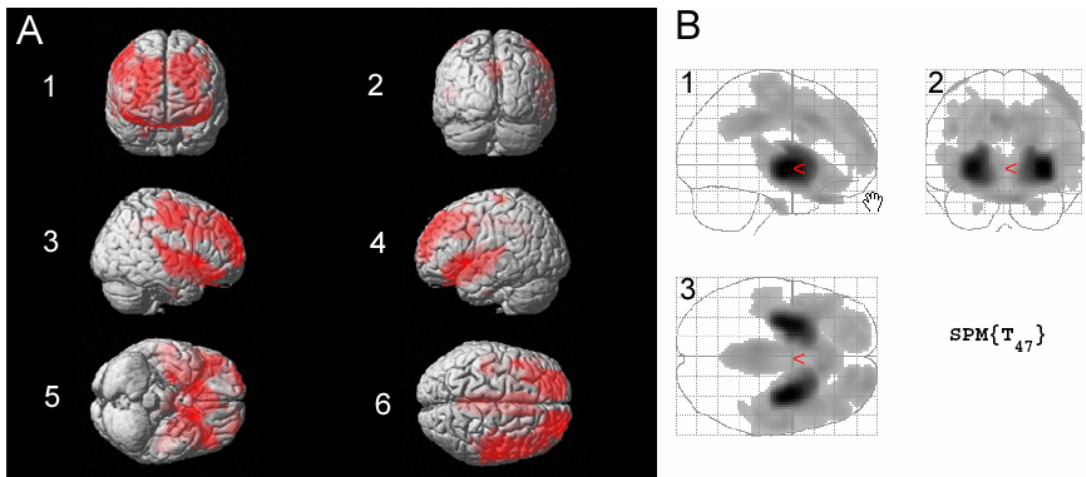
Vergleich HD-Patienten mit dem Normkollektiv ($p < 0,001$, unkorrigiert) (A) Voxel mit signifikanten Z-Score-Werten auf ein oberflächengerendertes MRI projiziert: 1) frontal; 2) occipital; 3) rechts lateral; 4) links lateral; 5) ventral; 6) dorsal: auf allen Projektionen Hirn-Areale mit signifikantem Hypometabolismus in der HD-Gruppe rot gefärbt (B) Voxel mit signifikant vermindertem Glucosestoffwechsel auf ein Glashirn projiziert (MIP) 1) lateral; 2) occipital; 3) dorsal: Der Glucosestoffwechsel ist in Striatum, Frontalhirn, Gyrus cinguli, Uncus und Pons deutlich vermindert
